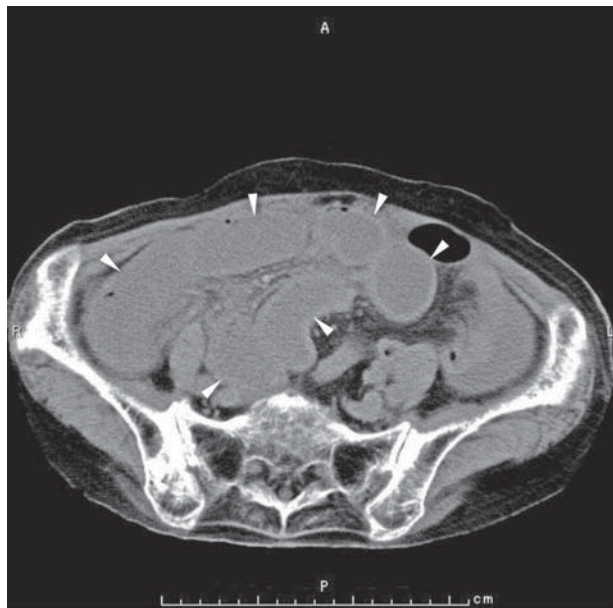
単純 CT で高度の腸管内腸液貯留 (△) を認める
